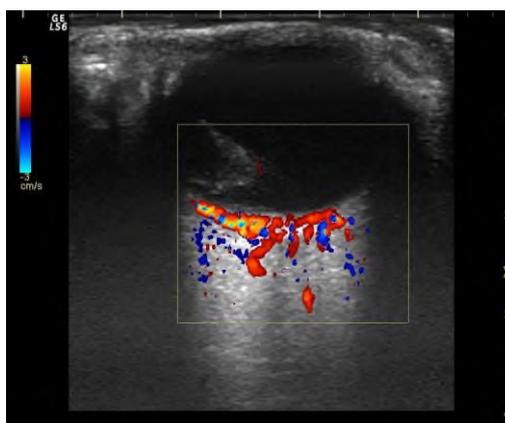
УЗИ глазного яблока и глазницы при застое ДЗН
